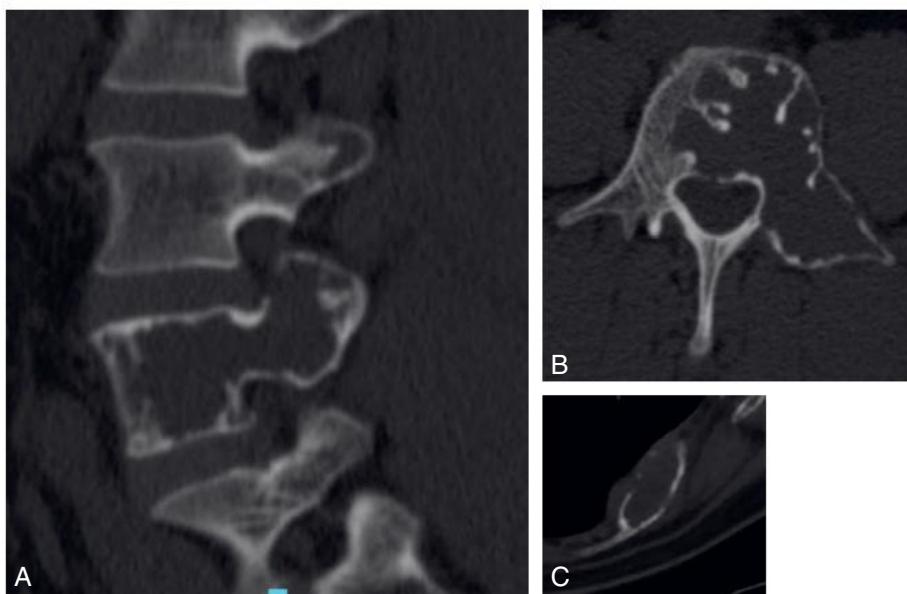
Image lytique en TDM avec lésion lytique de L4 touchant l'arc postérieur.
